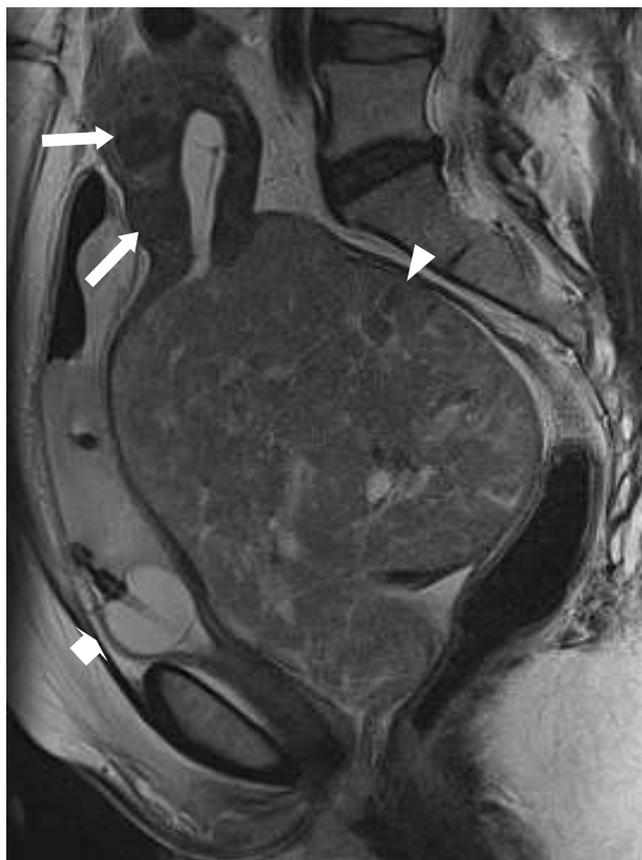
Leiomyosarkom des Uterus. MRI: Sagittale, T2-gewichtete Aufnahme. Grosse Raumforderung mit Maximum im Bereich der Cervix (Pfeilspitze). Die Harnblase wird dadurch von dorsal imprimiert. Bekannte Blasentamponade und Blasenimprimierung bei liegendem transurethralem (kurzer Pfeil) sowie suprapubischem Katheter (etwas kranial). Der Fettstreifen zwischen Raumforderung und Rektum ist erhalten, somit keine Infiltration. Im Myometrium Nachweis von 2 kleinen Myomen (Pfeile). IUD im Cavum uteri.
